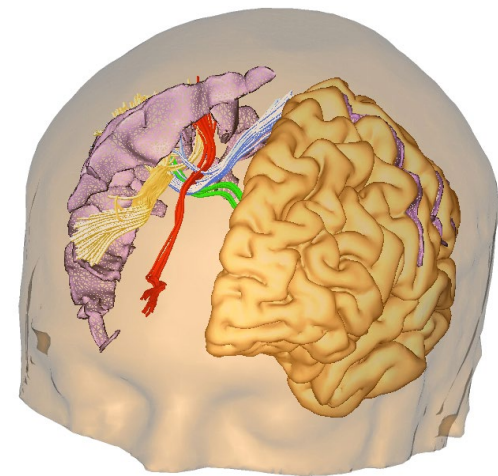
Image d'IRM de diffusion. © J.F. Mangin / V. El Kouby / M. Perrin / Y.C.
